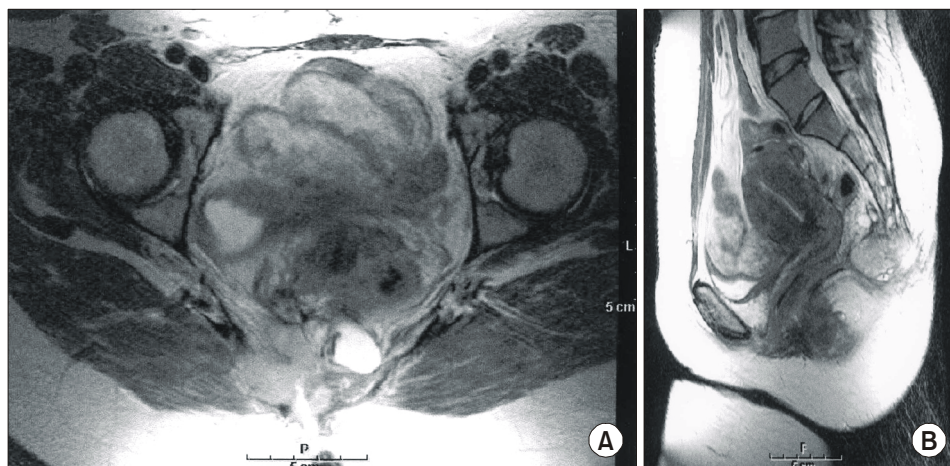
(A) Pelvic MRI is showing a irregular cystic and solid mass, about 6 cm sized (axial view). (B) The lesion is seen in the retrorectal area involving coccygeal bone and right gluteus muscle tendon (sagittal view).
